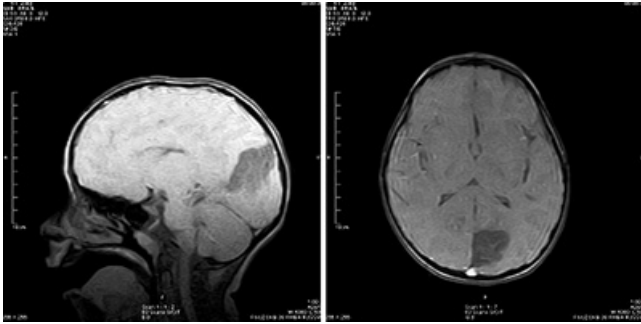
MRI. Sagittal and axial view. The tumor in left occipital lobe
